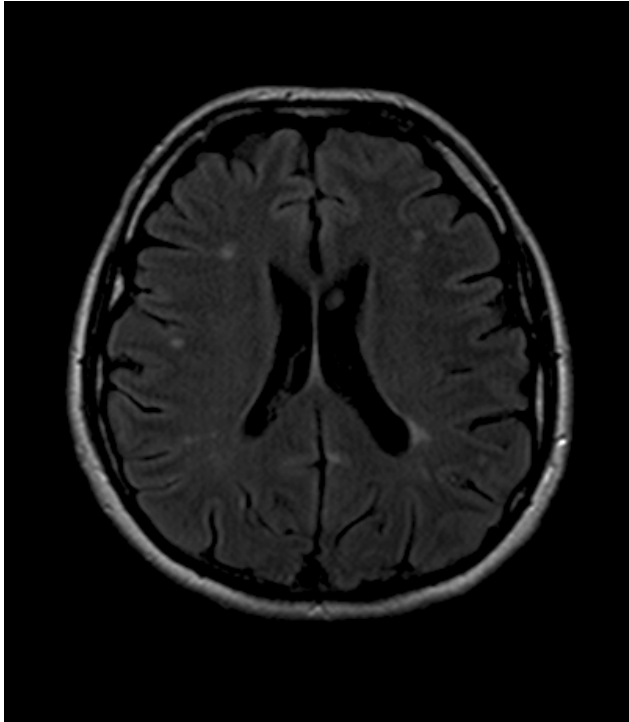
MRI Flair sekvence: Asymetrické rozšíření intergyrózních sulků parietálně a rostrálně vlevo. Miliární infarkt v bazálních gangliích vlevo.
